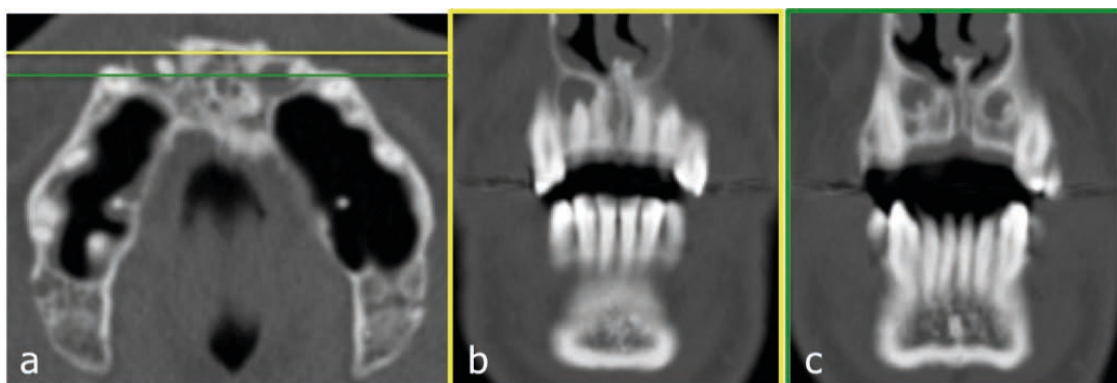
Immagini MDCT assiali (a) e ricostruzioni coronali (b; c) in paziente con lesioni litiche periapicali a livello degli elementi dentari 12 e 22. In TC non è possibile distinguere se si tratti di lesioni cistiche o di granulomi.
